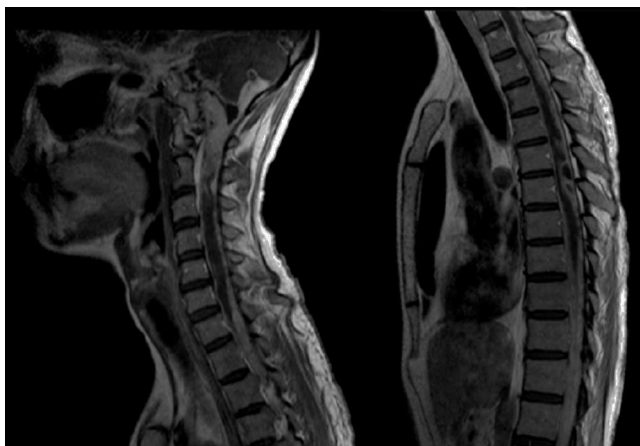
RM de columna cervical y columna dorsal. Secuencia sagital T2. Realce meníngeo holomedular y radicular de aspecto nodular que compromete los segmentos C1-C3. Imágenes de aspecto pseudoquistico, intradurales extramedulares, que comprometen los niveles C6-C7 y D5-D6, comprimiendo extrínsecamente el cordón medular con dilatación del conducto endimeario.
